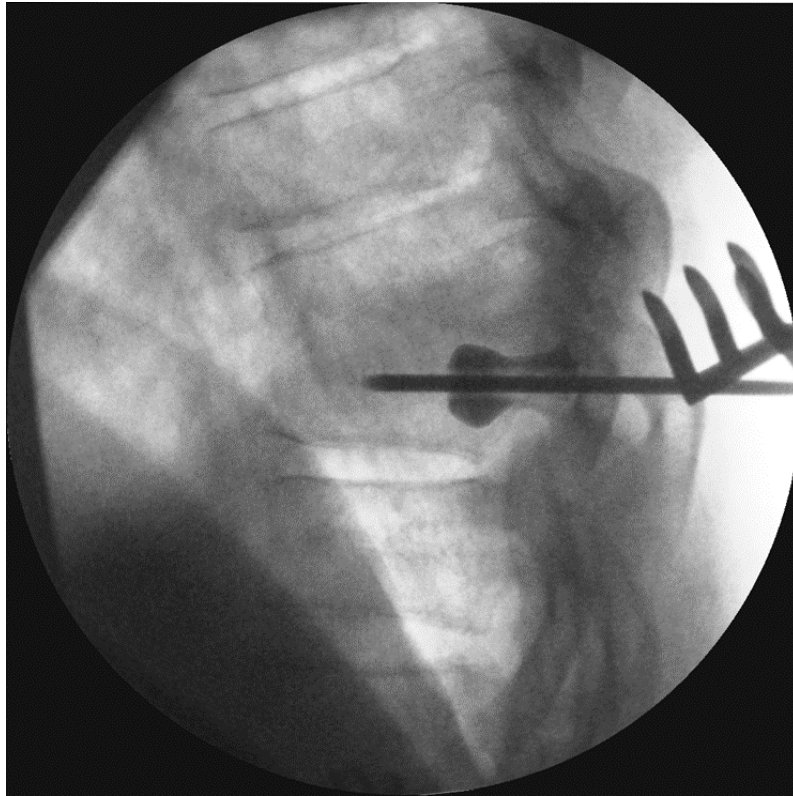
Интраоперационная рентгенограмма. Раздутый баллон в костном канале указан стрелкой.
